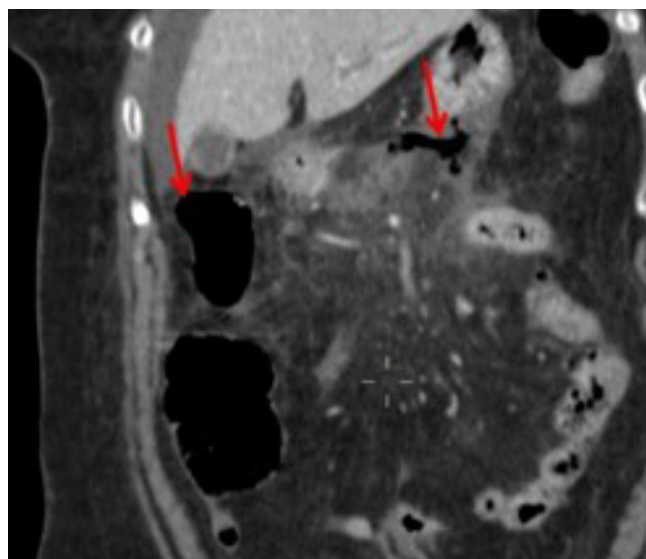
TAC abdominal: corte coronal. Llamativa presencia de aire libre en el saco menor y espacio retroperitoneal (flechas).
